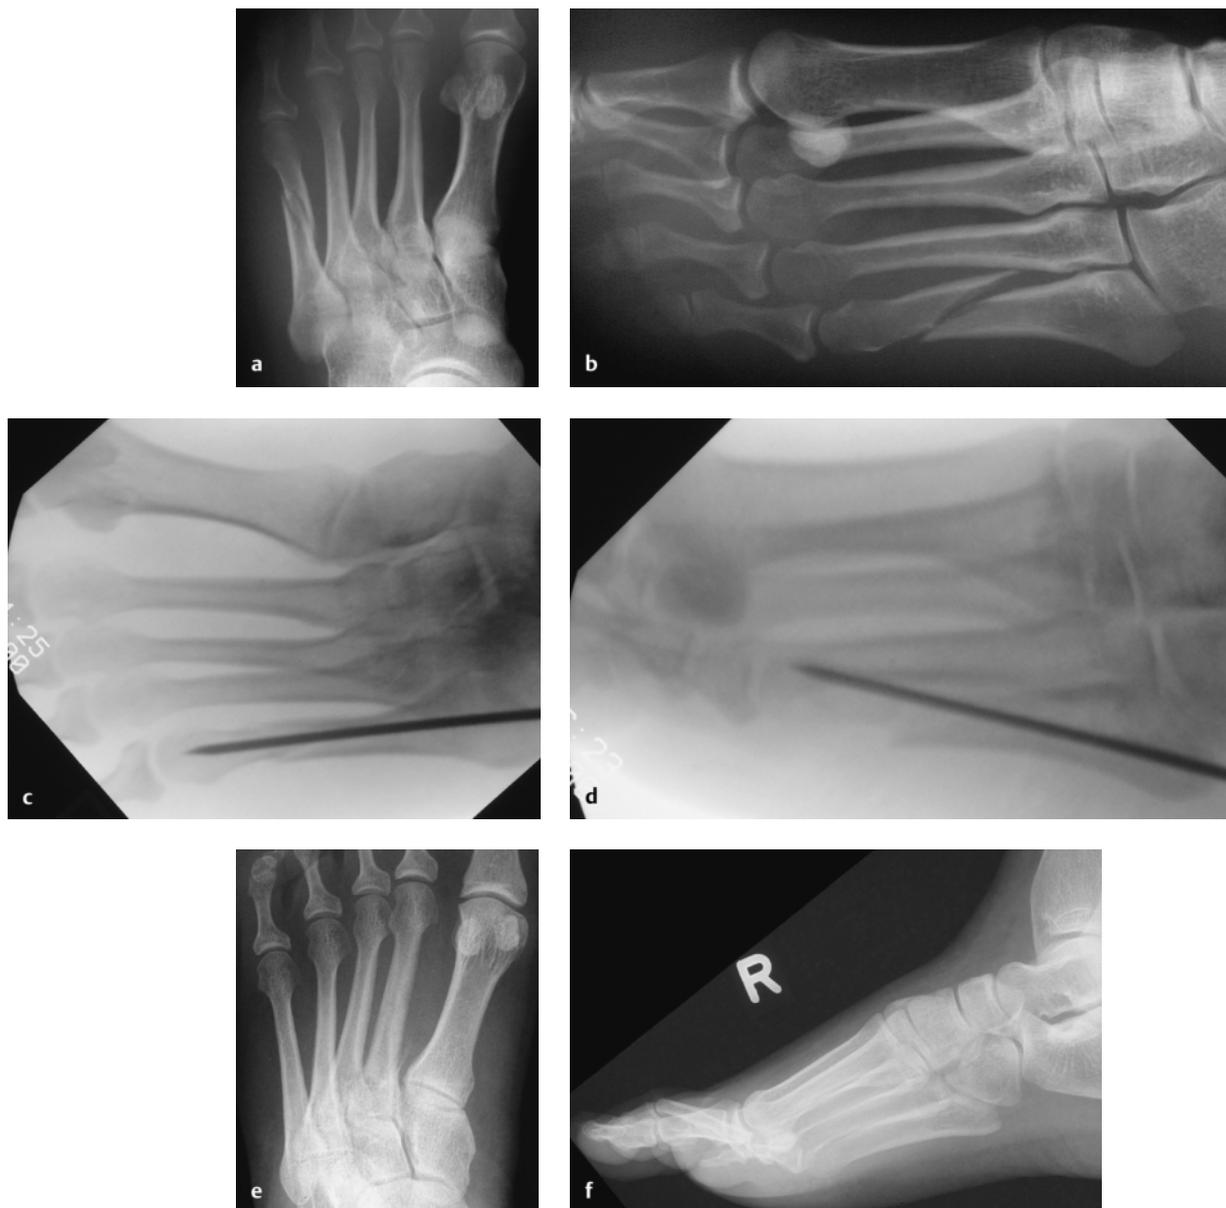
Metatarsale-5-Schaftfraktur mit antegrader K-Draht-Osteosynthese. a, b Präoperative Röntgenaufnahmen; c, d intraoperative Bildverstärkeraufnahmen; e, f Ausheilungsaufnahmen nach 1 Jahr.
